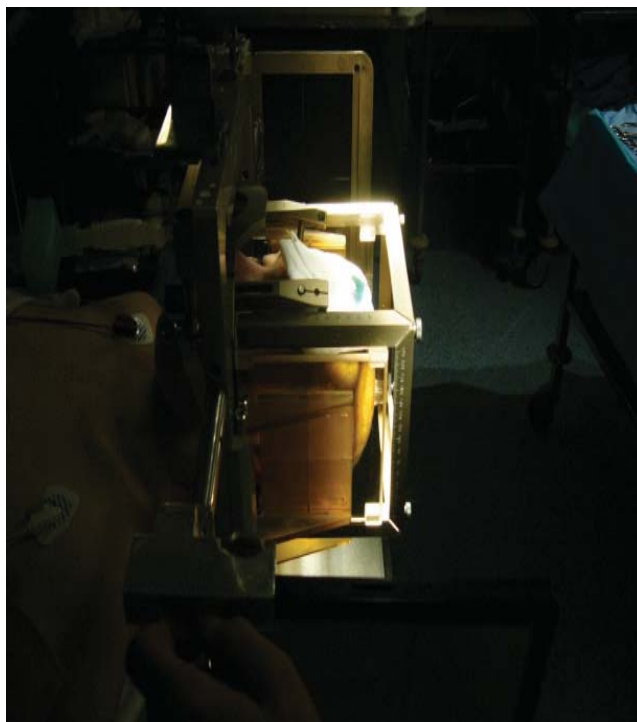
Cadrul Leksell și localizatorul radiografic.
